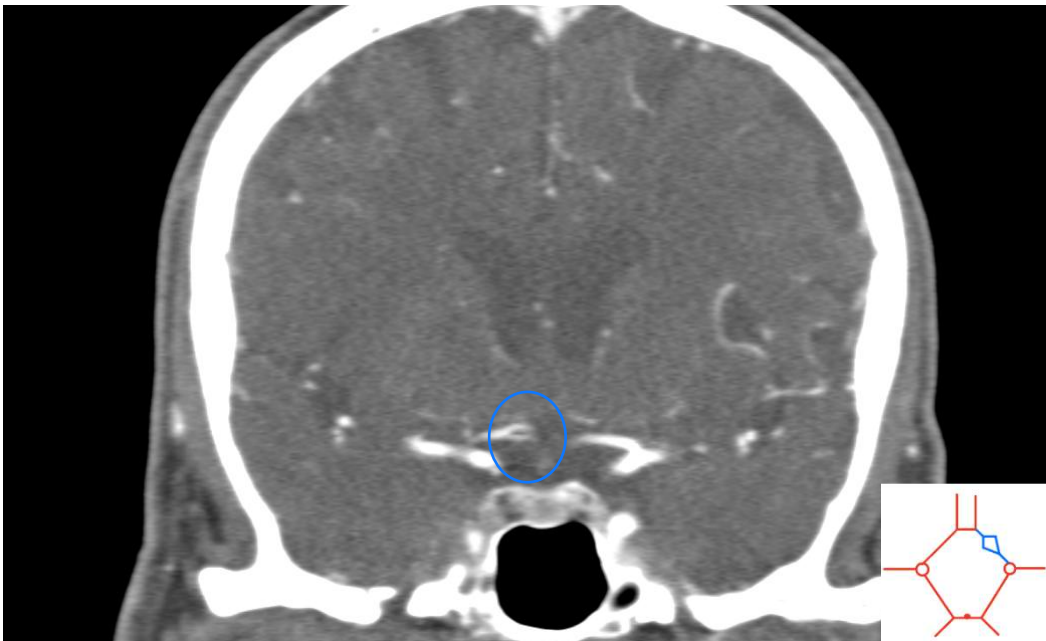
(Angio-TC): fenestración del segmento A1 derecho de la arteria cerebral anterior, caracterizada por la división del vaso en dos luces paralelas que discurren de forma independiente para posteriormente reunirse distalmente, formando un anillo arterial.
